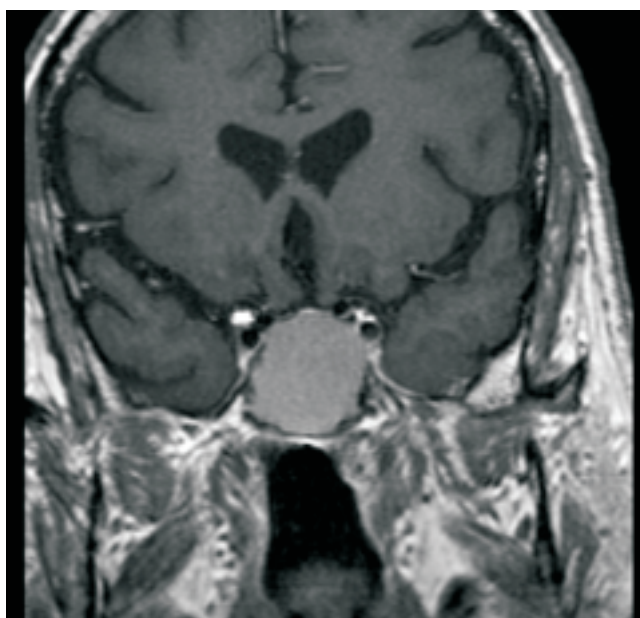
RMN craneal. Lesión expansiva en el seno esfenoidal de aproximadamente 3 por 3 cm. Que entra en contacto con los senos cavernosos.
